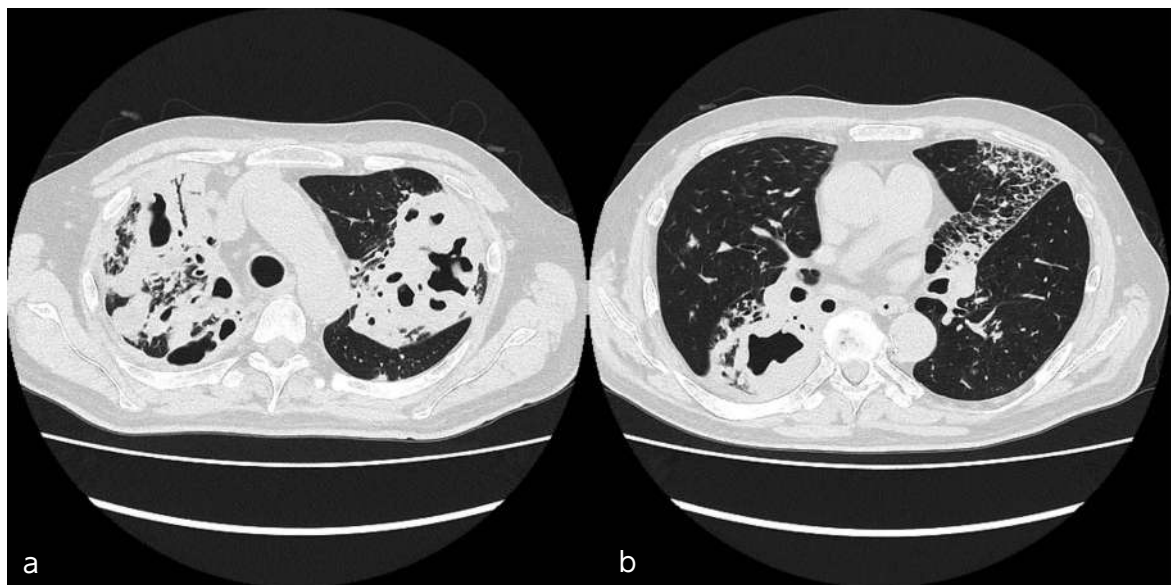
2b 胸部単純CT 肺野条件 軸位断
